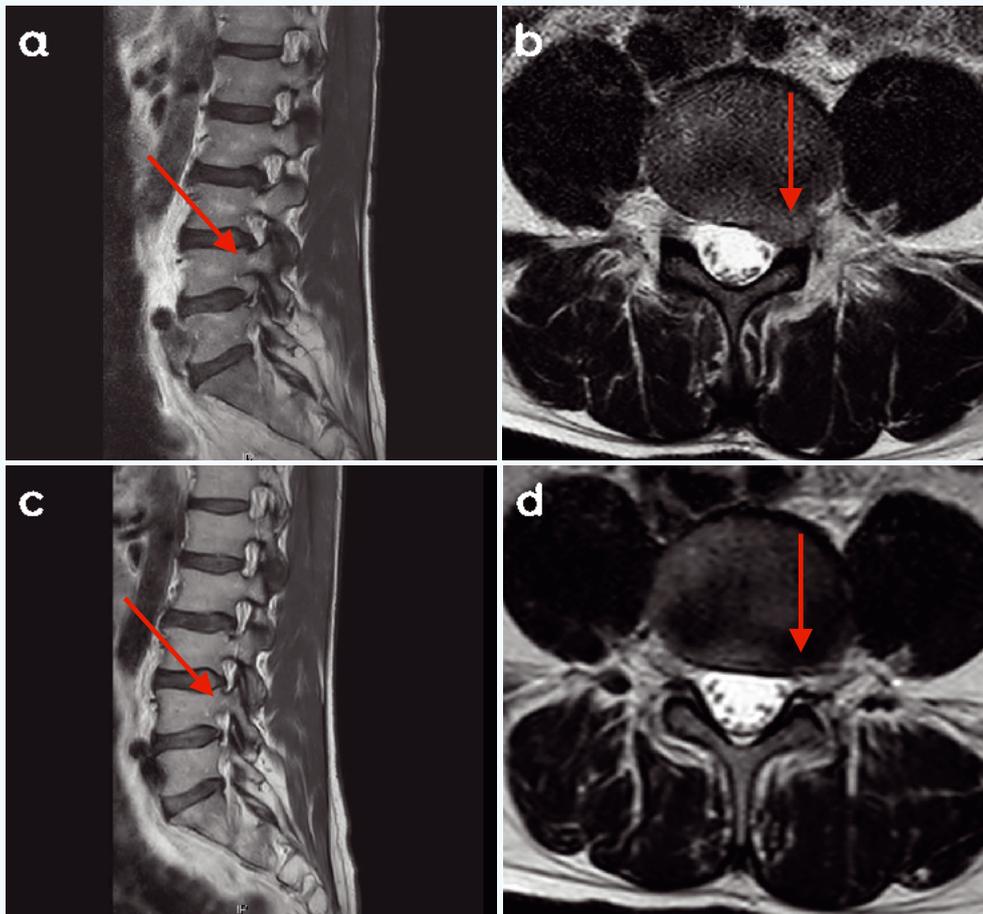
Repräsentative sagittale (a, c) und axiale (b, d) T2-gewichtete MRT-Aufnahmen von Patient #2, aufgenommen vor Therapiebeginn (a, b) sowie 72 Tage nach Durchführung von drei intradiskalen RegenPRP™-Injektionen (c, d). Vor der Behandlung zeigt sich im linken Neuroforamen auf Höhe LWK 4/5 ein Bandscheibenvorfall mit kompletter Obliteration des Neuroforamens (Pfeile in a, b). In den Kontrollaufnahmen nach der Behandlung (c, d) ist eine deutliche Rückbildung des Bandscheibenvorfalls mit signifikanter Erweiterung des linken Neuroforamens sichtbar (Pfeile in c, d).
